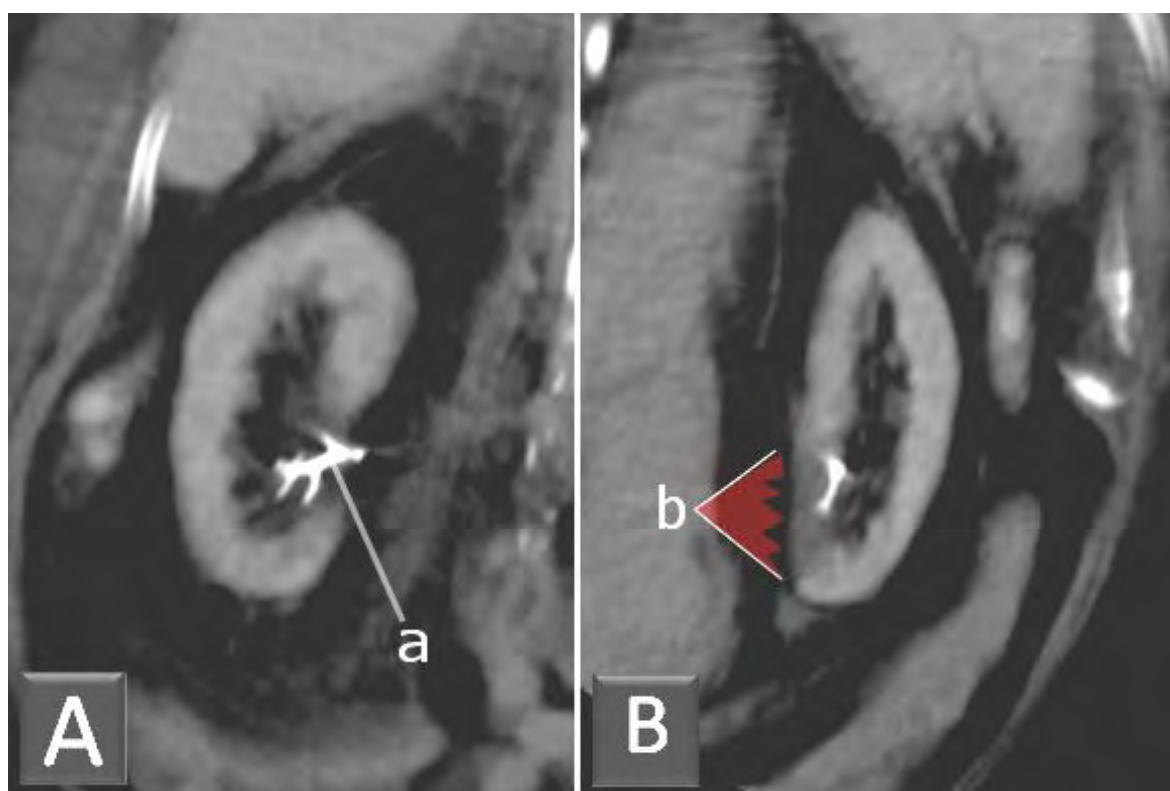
Reconstructions TDM en MIP au temps veineux sur un plan coronal (A) et sagittal (B) du rein gauche embolisé partiellement par de l'ONYX (a). Remarquer l'aspect peu étendu de l'ischémie engendrée (b).
